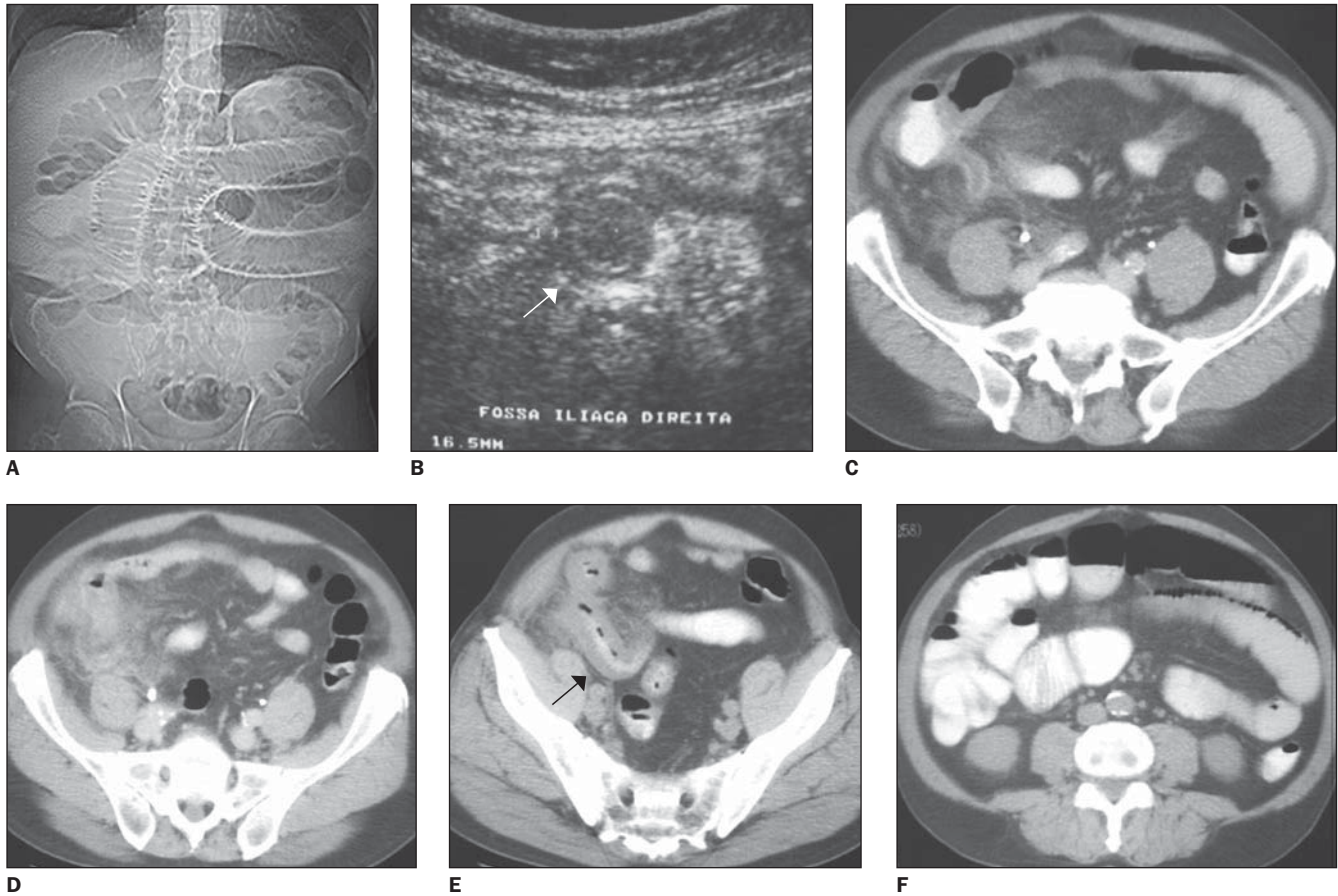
Masculino, 64 anos. A: Radiograma digital. B: Ultra-sonografia (seta). C-F: Achados clássicos de apendicite aguda, além de sinais de obstrução intestinal, estes caracterizados por dilatação de alças de delgado e espessamento mural do íleo terminal (seta).
